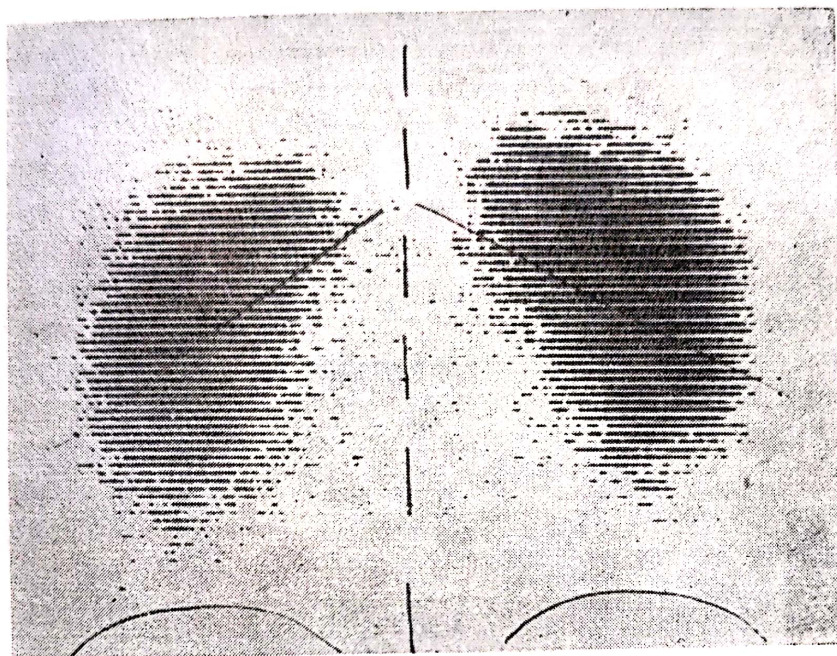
Fotoscintigramă renală normală. Pe clișeu
